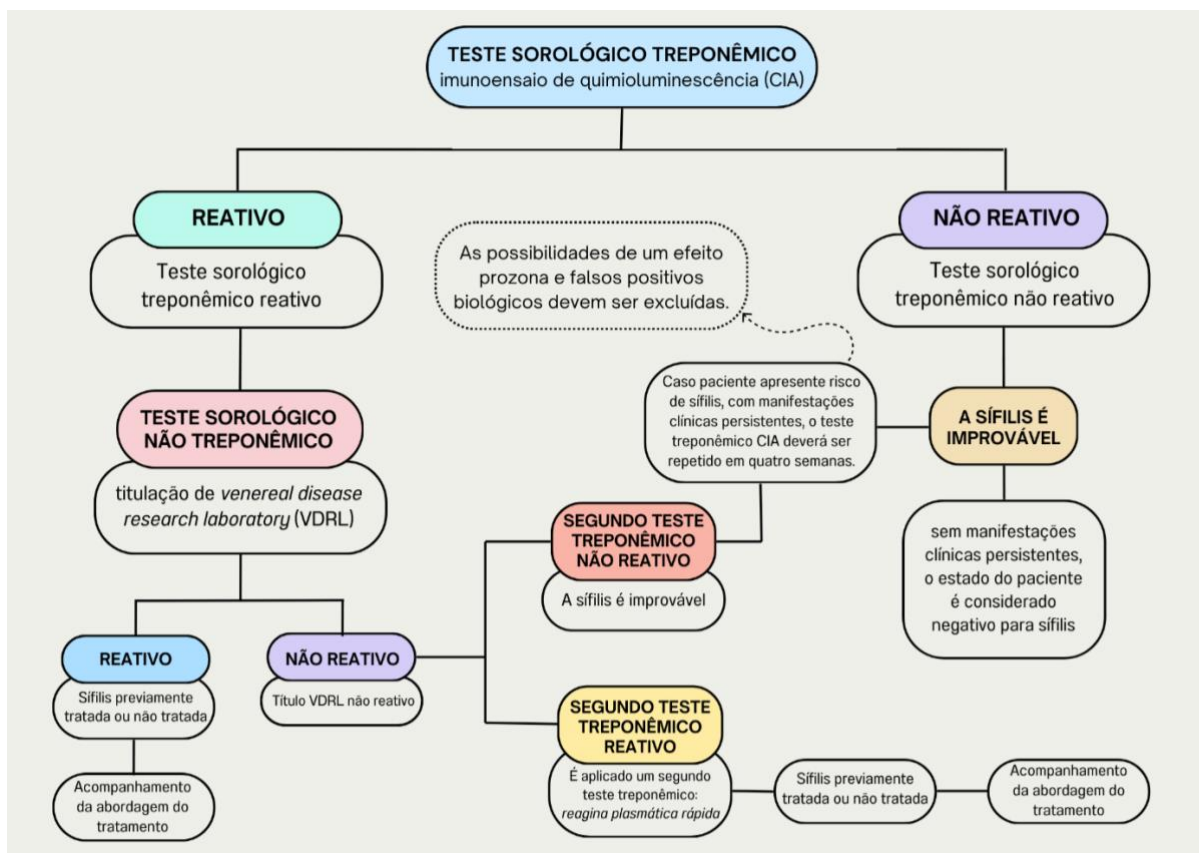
Algoritmo adotado para o rastreamento da sífilis no CTA de Rio Verde/GO – Brasil. Abordagem reversa de acordo com o Manual Técnico para Diagnóstico da Sífilis do Ministério da Saúde do Brasil (2022). Fonte: Da autora, 2025.
